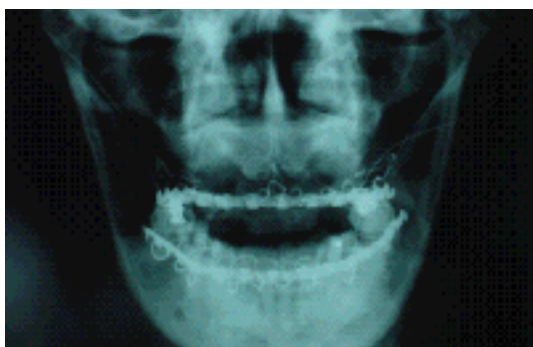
Radiografia PA de mandíbula - Observar suspensões com fio de aço.
